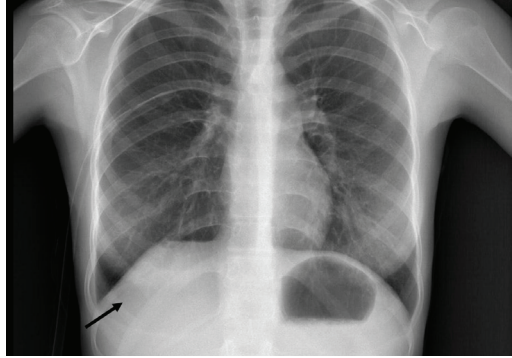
A Posteroanterior akciğer grafisi; Sağ diafragma gölgesi normalden yüksek, posterior kostofrenik sinüs oblitere, majör fissür boyunca yukarıya kadar uzanan plevral efüzyon, subpulmonik sıvı izlenmektedir. B Yatar pozisyonda çekilen akciğer grafisinde plevra sıvı izlenmektedir.
